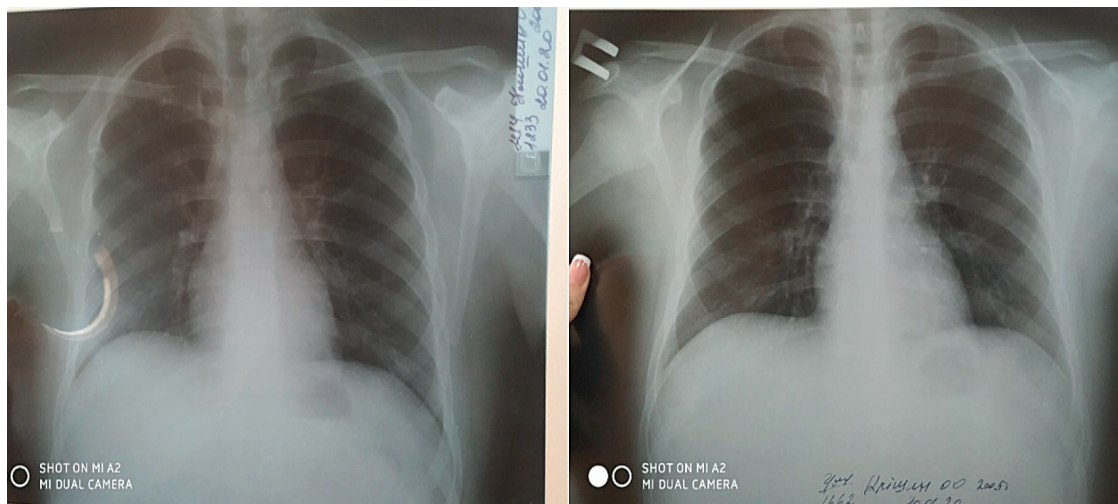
Рентгенограма органів грудної клітки після проведеного лікування.
